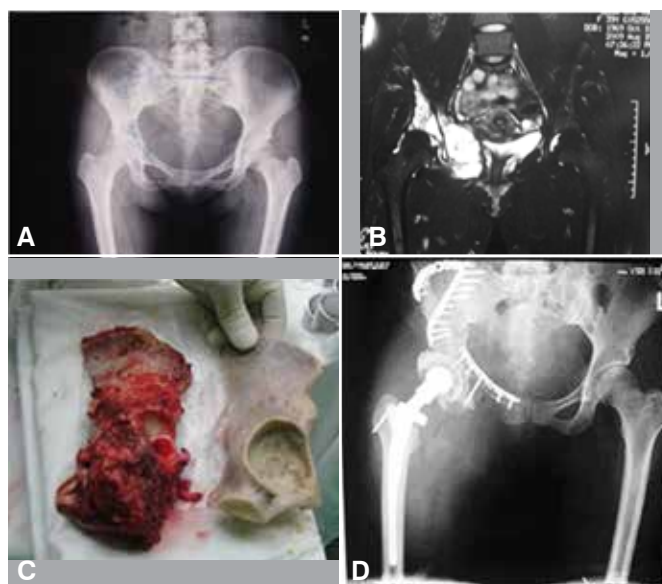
Mulher de 40 anos de idade foi internada por causa de dor no quadril direito. A) A radiografia mostrou regiões desiguais com baixa densidade no ílio e acetábulo direitos, contendo sinais pontilhados de calcificação. B) A ressonância magnética (RM) ponderada em T2 mostrou sinais altos dispersos no ílio e acetábulo direitos e uma massa de tecido mole no interior da pelve. A biópsia por agulha foi compatível com condrossarcoma. C) A faixa de excisão do tumor estendeu-se no mínimo 2 cm além da margem do edema, como mostra a RM (esquerda, amostra do tumor; direita, aloenxerto de osso pélvico usado para a reconstrução). D) Radiografia depois de cirurgia de reconstrução pélvica e artroplastia total do quadril. A articulação do quadril foi reconstruída com ílio e pelve alogênicos, fixados com placas e parafusos e a artroplastia total do quadril foi realizada simultaneamente.
